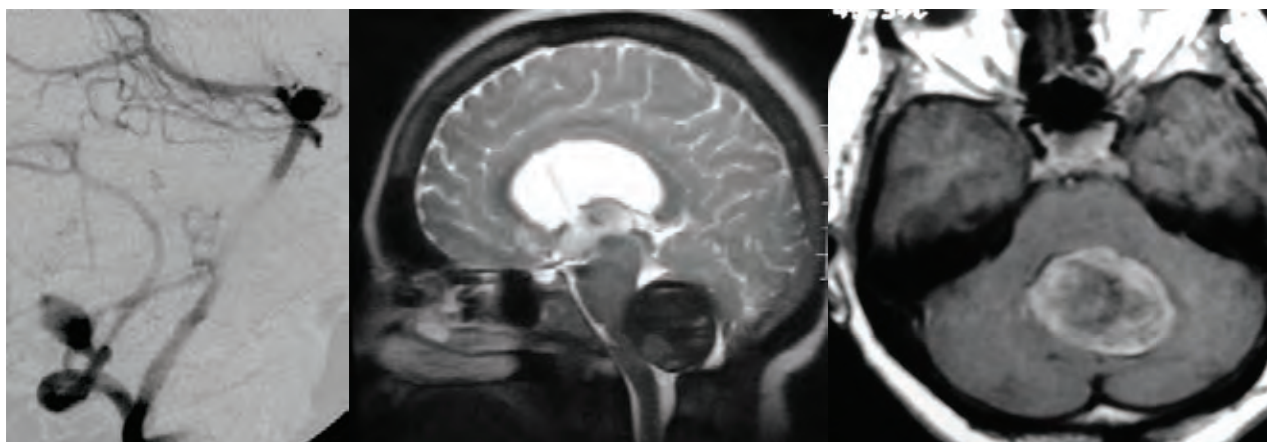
Aneurisma PICA gigante observado en angiografía y resonancia magnética preembolización.
